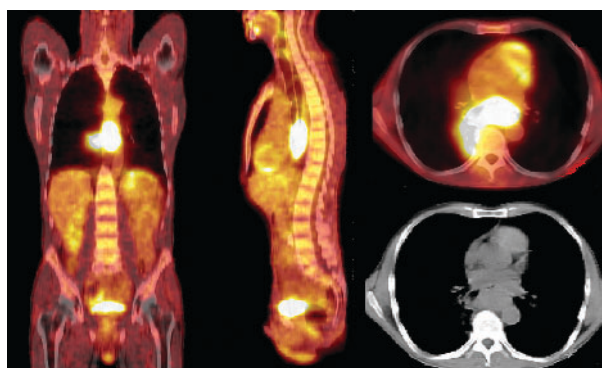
Patient (10), a 36-year-old male with esophageal adenocarcinoma. Coronal PET/CT image of the trunk (left side). Visible focal FDG uptake in the lower esophageal, cardia, subcardial zone and retroperitoneal space. Transaxial PET/CT and CT image of the abdominal cavity (right side). Visible foci with increased FDG uptake in the lymph nodes of the retroperitoneal space
